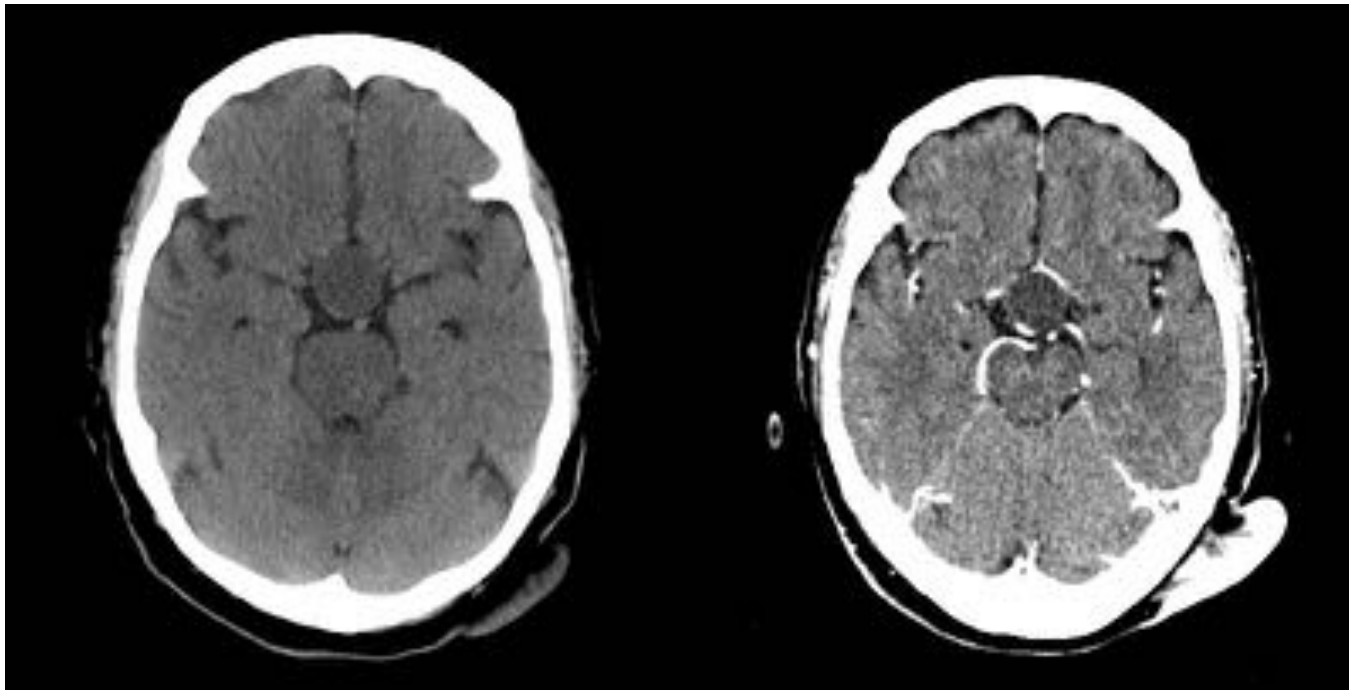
Cortes axiales de TC sin y con contraste, con lesión hipodensa, que no realza correspondiente a quiste de la hendidura de Rathke. Se corresponde con el paciente de la Fig. 2.
